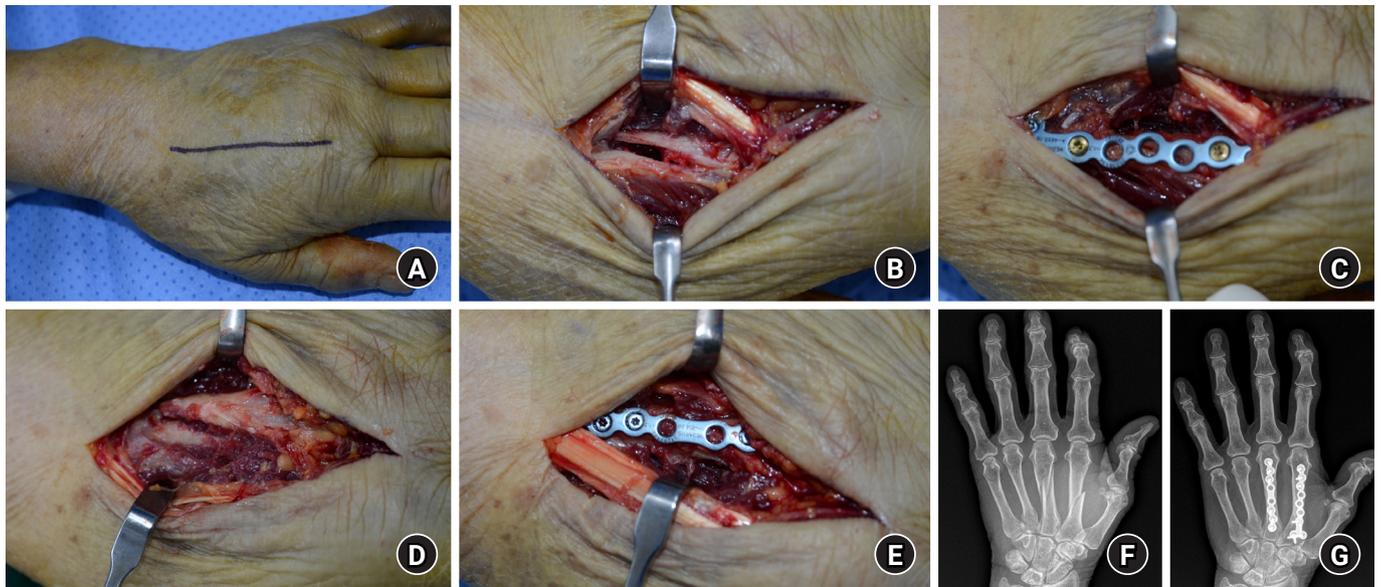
Surgical procedure of the single incisional approach. (A) A single longitudinal incision was made in the middle of the second and third metacarpal bones at the dorsal side of the hand. (B) Fracture area exposed by retraction of the extensor tendons. (C) Plate fixation after fracture reduction. A 9-hole length plate (APTUS 2.0-mm LCP; Medartis, Basel, Switzerland) was used for fixation. (D) Similar procedure to that performed with the second metacarpal fracture. (E) An 8-hole length plate (APTUS 2.0-mm LCP) was used for fixation. (F) Preoperative plane radiograph shows short oblique fractures on the second and third metacarpal shaft area. (G) Postoperative radiograph after fixation with two plates.
